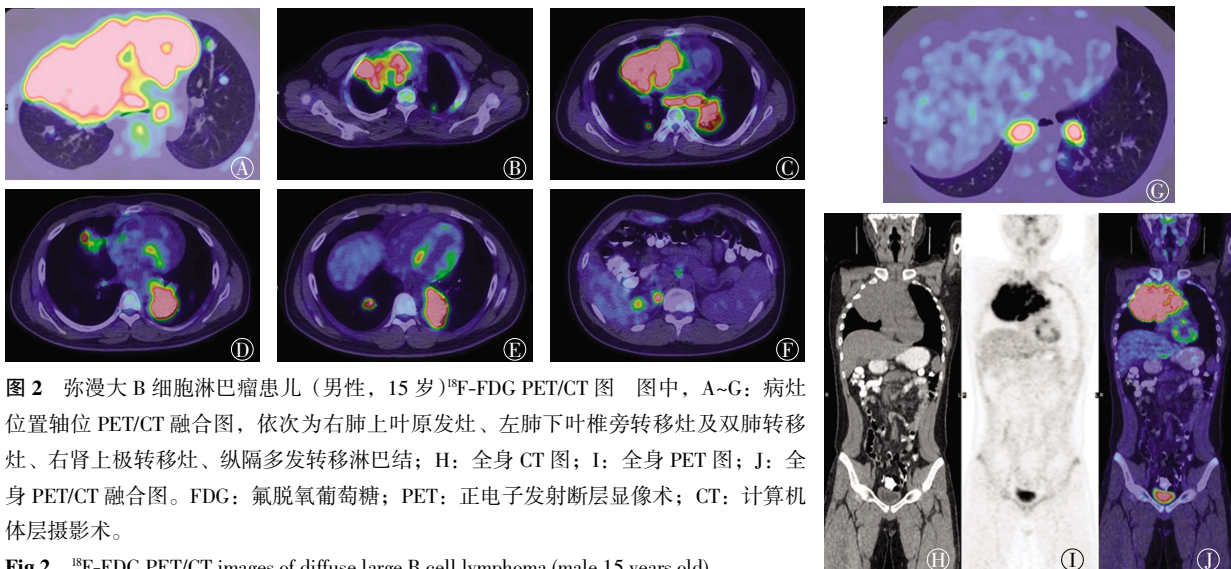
弥漫大 B 细胞淋巴瘤患儿 (男性, 15 岁)<sup>18</sup>F-FDG PET/CT 图 图中, A~G: 病灶位置轴位 PET/CT 融合图, 依次为右肺上叶原发灶、左肺下叶椎旁转移灶及双肺转移灶、右肾上极转移灶、纵隔多发转移淋巴结; H: 全身 CT 图; I: 全身 PET 图; J: 全身 PET/CT 融合图。FDG: 氟脱氧葡萄糖; PET: 正电子发射断层显像术; CT: 计算机体层摄影术。
